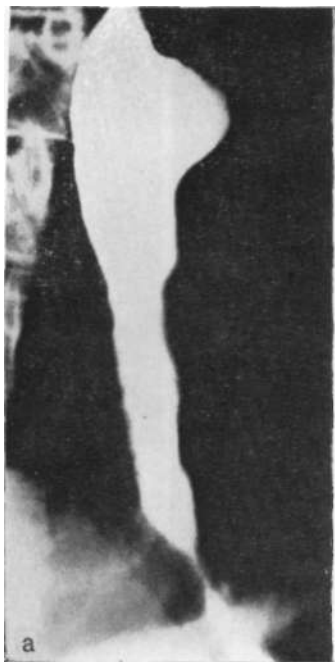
Рентгенограмма. Зубчатая деформация, ошибочно принятая за язву пищевода.
